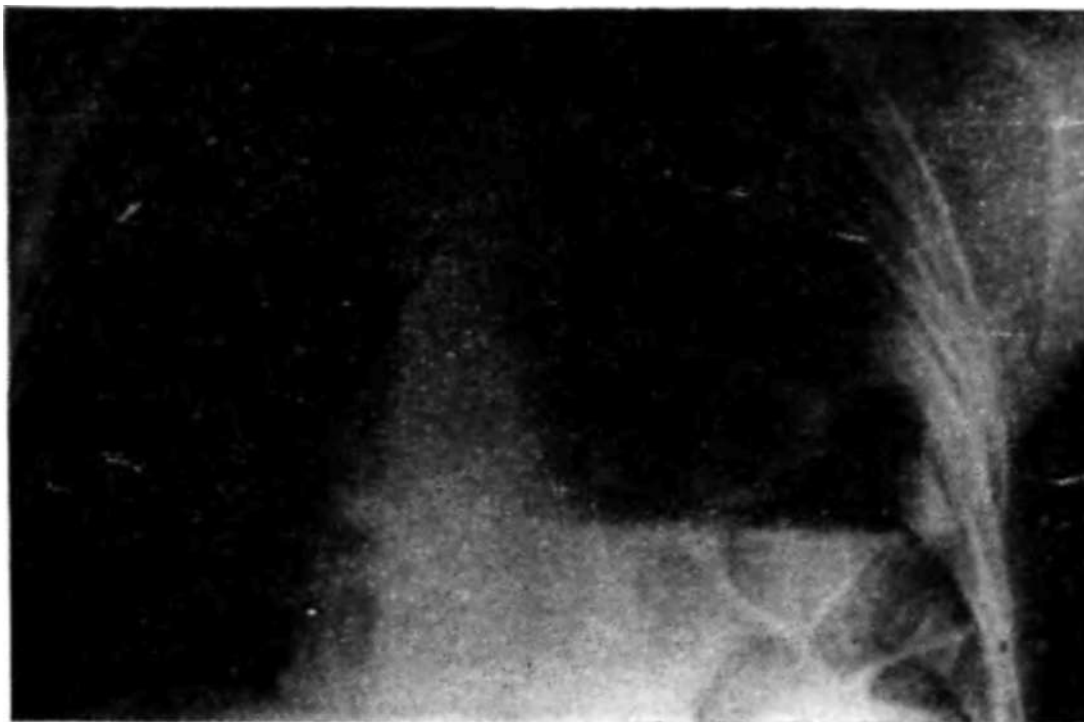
Рентгенограмма больного Ш. Левосторонняя травматическая диафрагмальная грыжа (прямая проекция).
